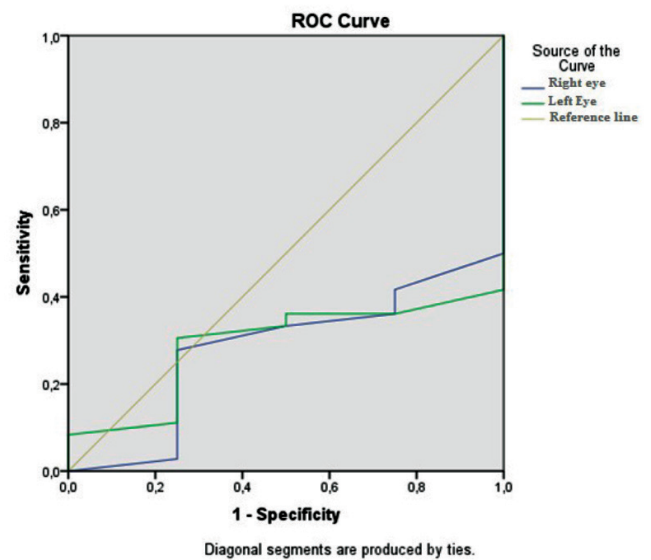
Receiver operating characteristic for computed tomography for the prediction of increased optic nerve sheath diameter in patients with head trauma
